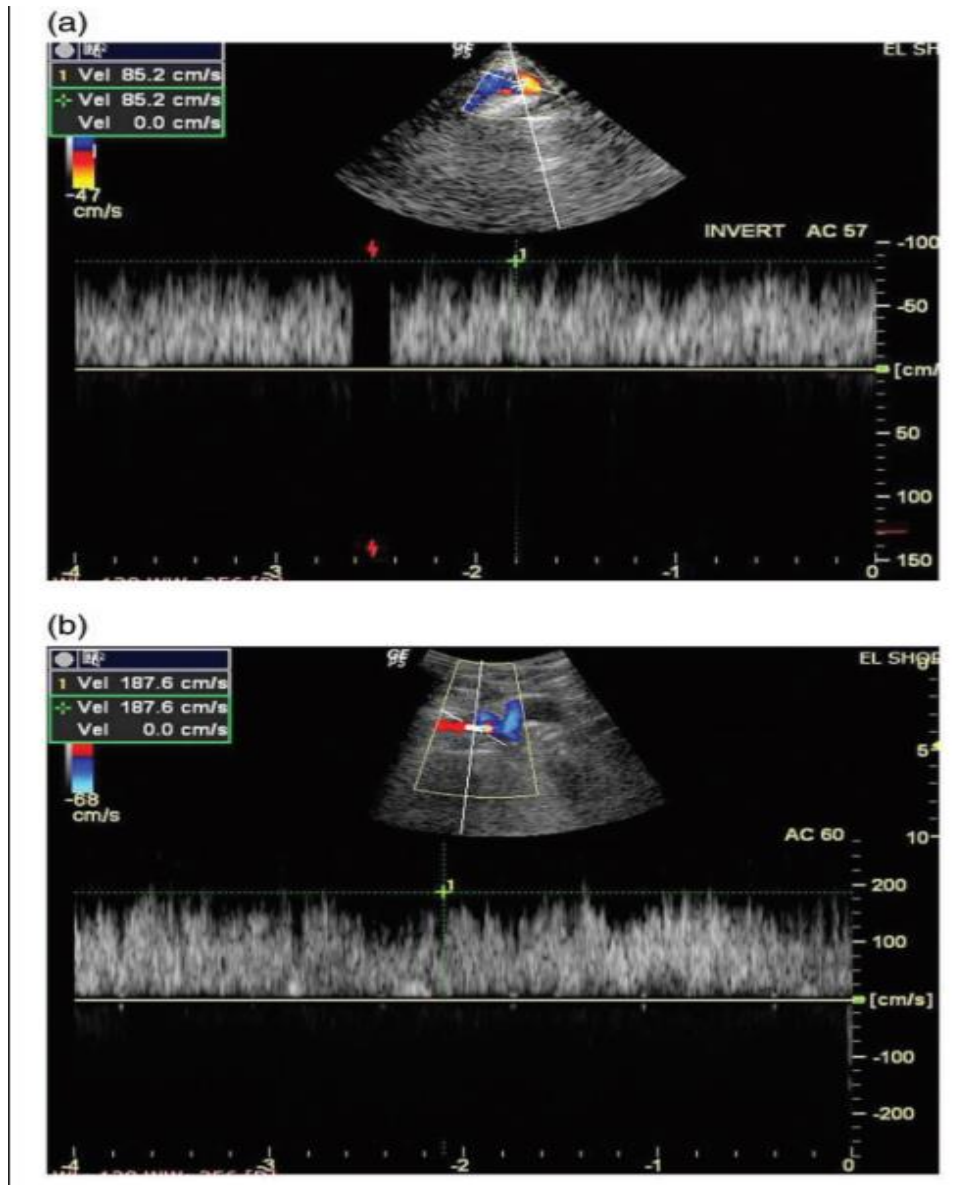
Image doppler montrant un rapport de vélocité veineuse de pointe > 2 à travers le segment sténotique de la veine brachiocéphalique gauche. [48]
